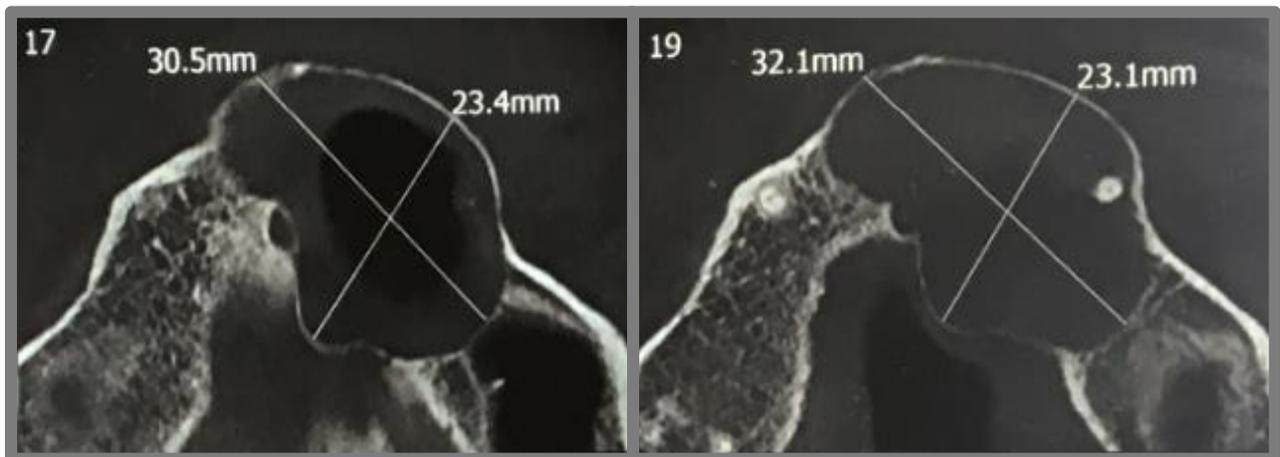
Tomografia – reconstrução axial. Extensa lesão cística acometendo a maxila esquerda.
